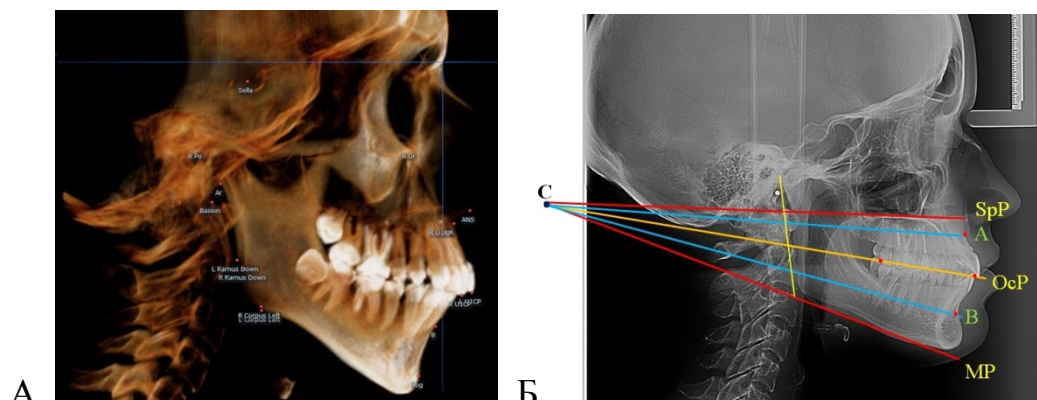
Основные точки (А) и линии (Б) на боковой телерентгенограмме для исследования гнатической части лица
